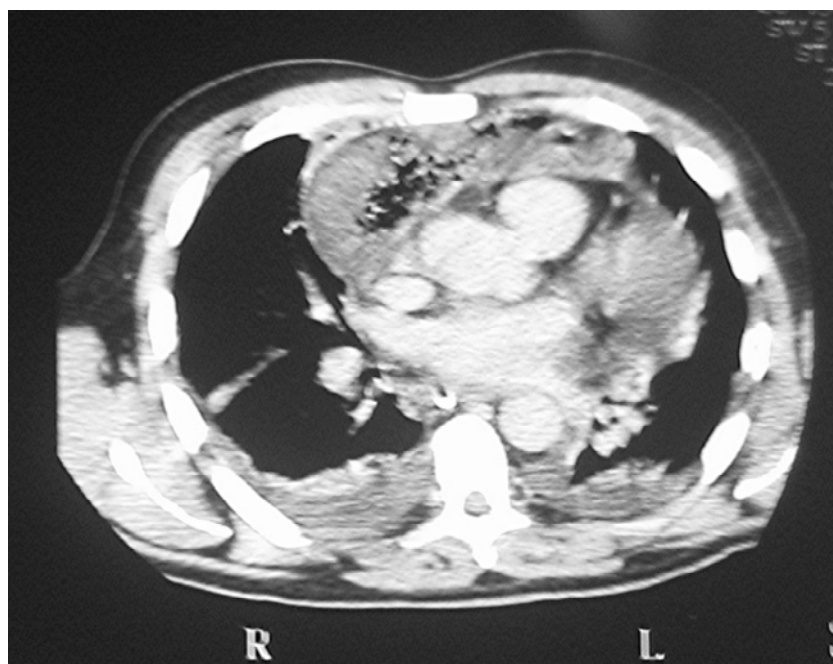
Tomografía computerizada en un paciente diagnosticado de mediastinitis necrosante descendente de origen faringoamigdalár*
